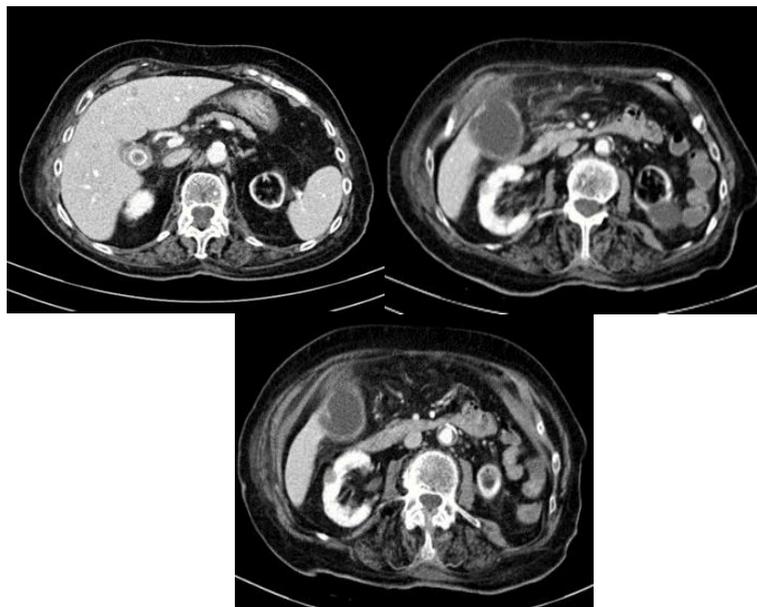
Mujer de 70 años con intenso dolor abdominal generalizado y aumento de la PCR. En el TC se visualiza vesícula biliar distendida, con una imagen de litiasis enclavada en cuello vesicular con una pared mal definida y algunas áreas de ausencia de realce, que sugieren colecistitis aguda gangrenosa. Se acompaña de aumento de densidad de los planos grasos perivesiculares. La cirugía confirmó dichos hallazgos.
